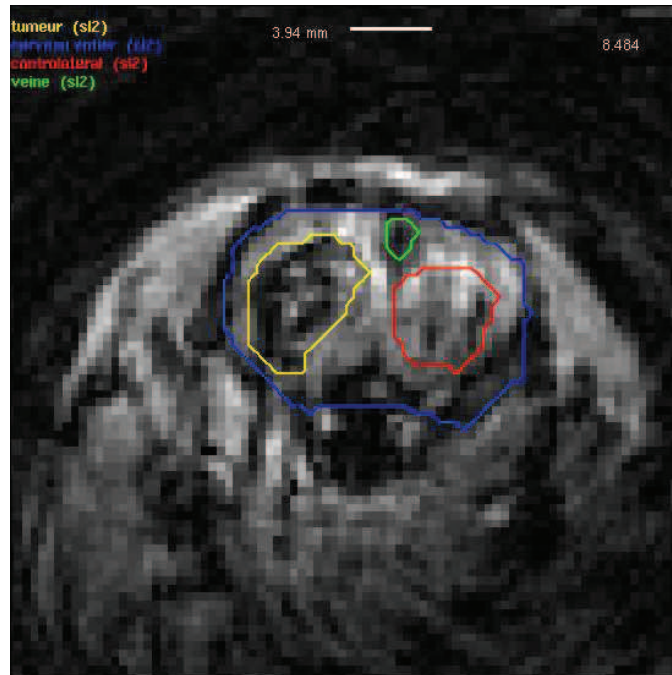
Exemple d'image IRM (séquence spirale) obtenue. Les ROI sont réalisées sur le logiciel permettant le traitement de données (μ vasc). Elles sont réalisées sur une image moyenne temporelle de toutes les images du passage du bolus.
